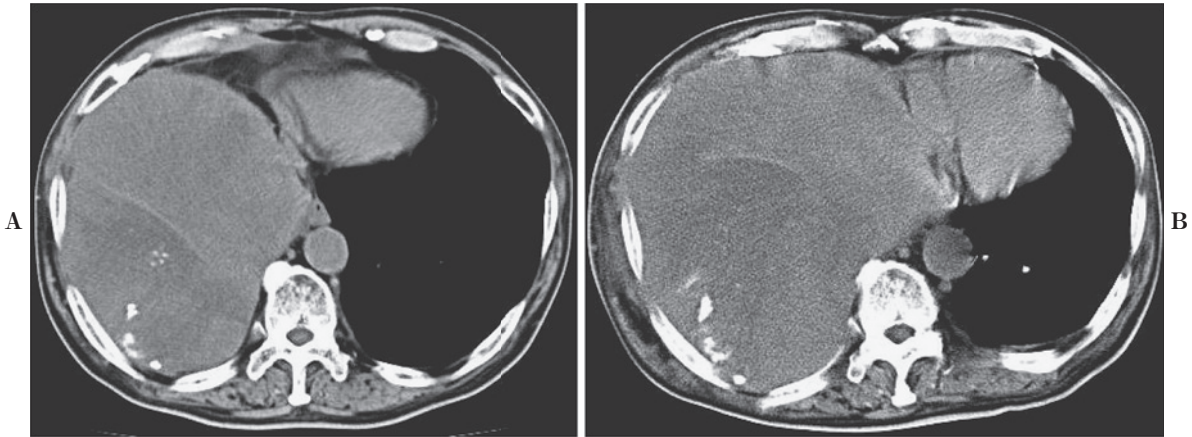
Progression of the tumor and the development of calcification in the tumor was observed on a CT scan 6 months after presentation (A). Further progression of the tumor and the expansion of the calcification in the tumor was observed on a CT scan 7 months after he presented (B).
